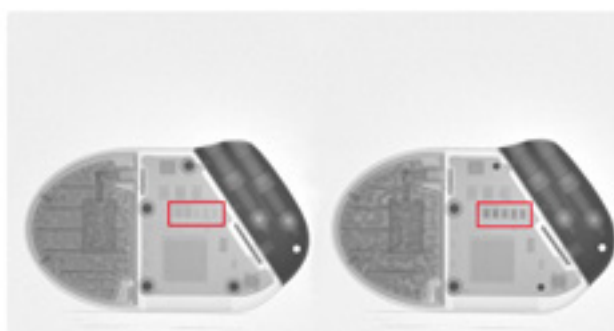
radiografia neutronica di due dispositivi identici in cui si evidenzia una sensibile differenza di assorbimento neutronico in alcuni elementi (a destra).
